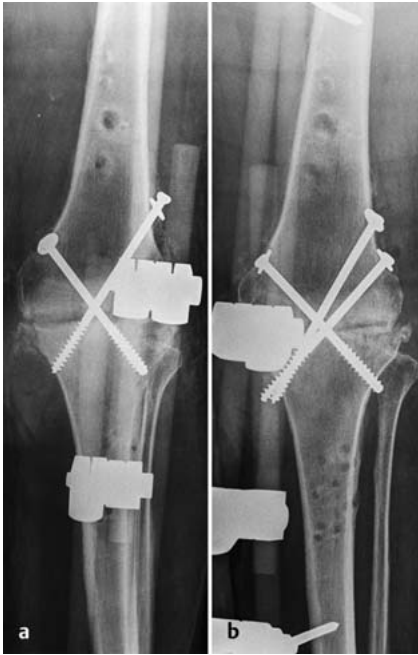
und b a Postoperatives Verlaufsröntgenbild 4 Wochen nach Arthrodese mit Rohrfixateur (je 2 Schanz-Schrauben) und 2 Zugschrauben. Ausbleibende knöchernerne Konsolidierung. b Revision des Fixateurs und Erweiterung auf je 3 arthrodese-nahe Schanz-Schrauben proximal und distal. Eine zusätzliche Kompressionsschraube.
